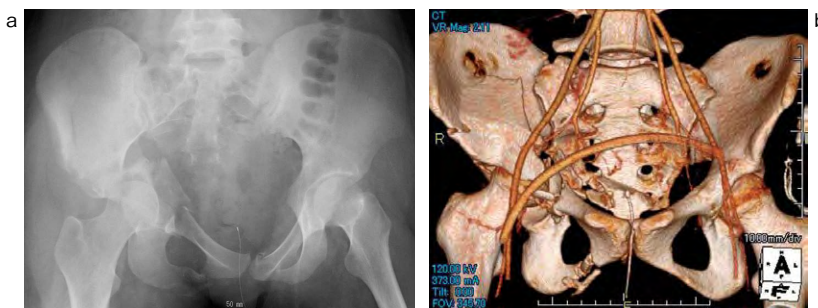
右寛骨臼骨折の単純X線画像とCTのVR画像
